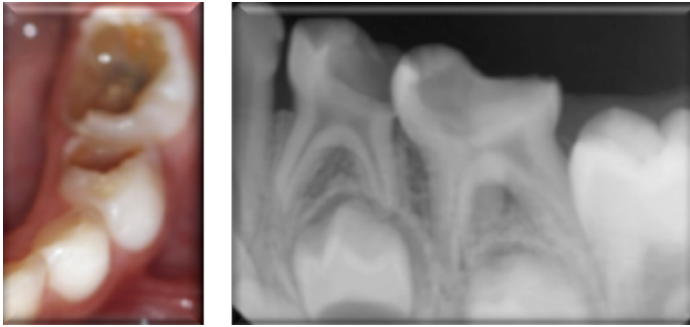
Fotografía y radiografía inicial.
